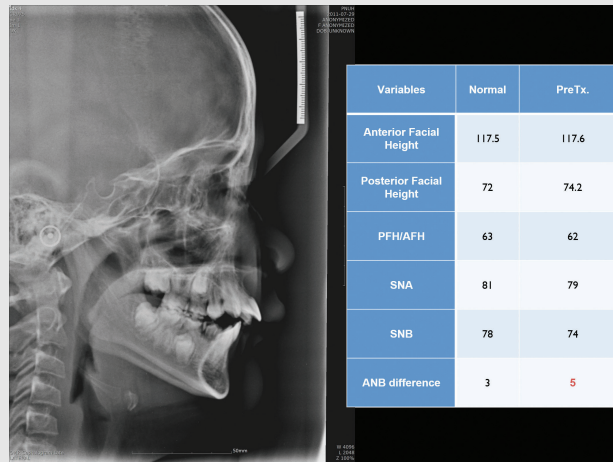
초진시의 측모두부방사선계측사진. 하악골의 작은 크기가 명확하게 관찰된다.
